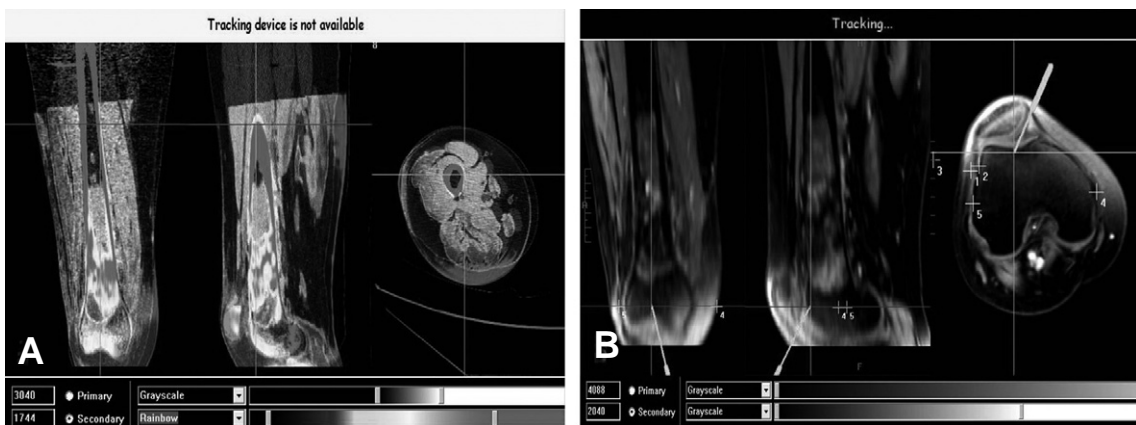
Fusion software performed the image-to-image registration between CT and re-sliced MR images (A). Distal femoral osteotomy was monitored under MR image-based navigation guidance (B).
